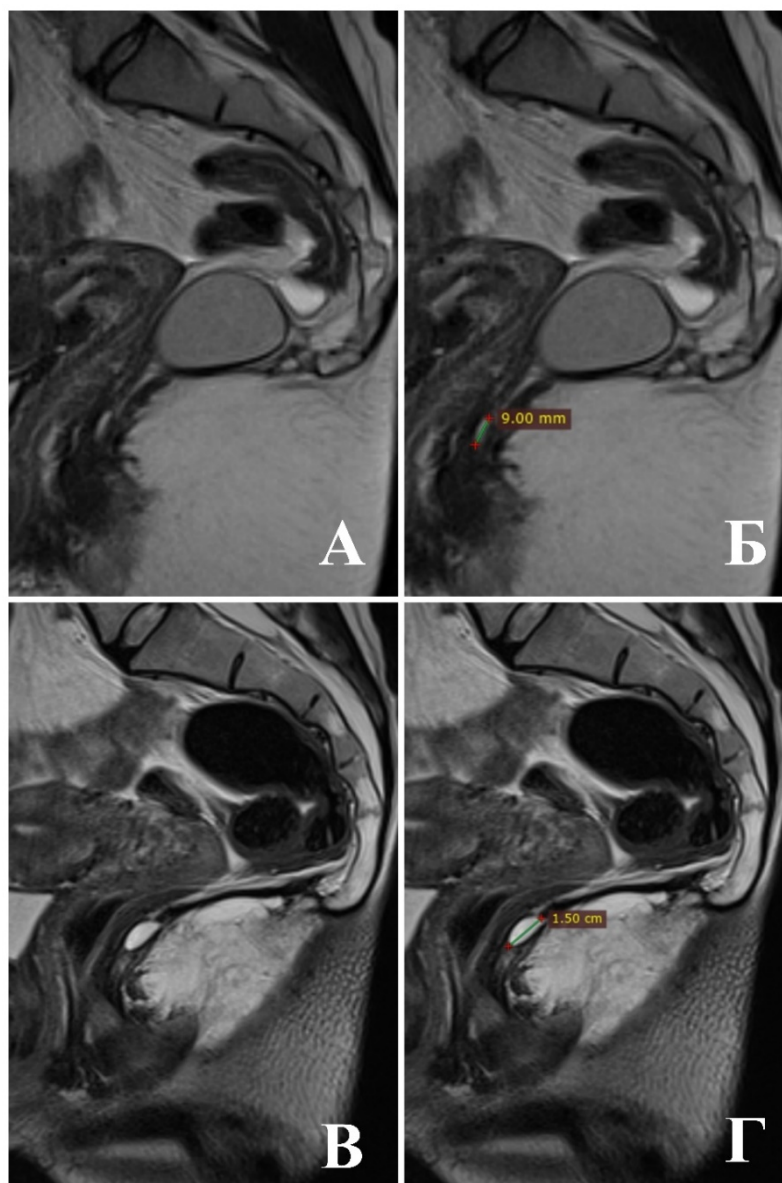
Рецидив пресакральной кисты: А, Б – МРТ до операции, размер кисты, ставшей предполагаемым источником рецидива, составил 0,9 см; В, Г – МРТ через 6 месяцев после операции, размер кисты увеличился до 1,5 см
